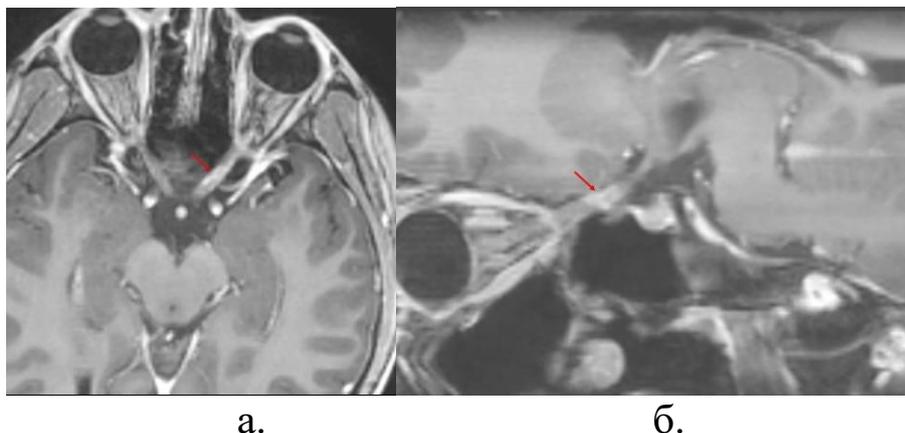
МРТ головного мозга с контрастным усилением в режиме T1 в аксиальной (а) и сагиттальной (б) проекциях пациентки с прогрессированием ЧГ супраселлярной области - патологическое утолщение и контрастирование интраканального и прехиазмального сегмента левого зрительного нерва (указано стрелками)
